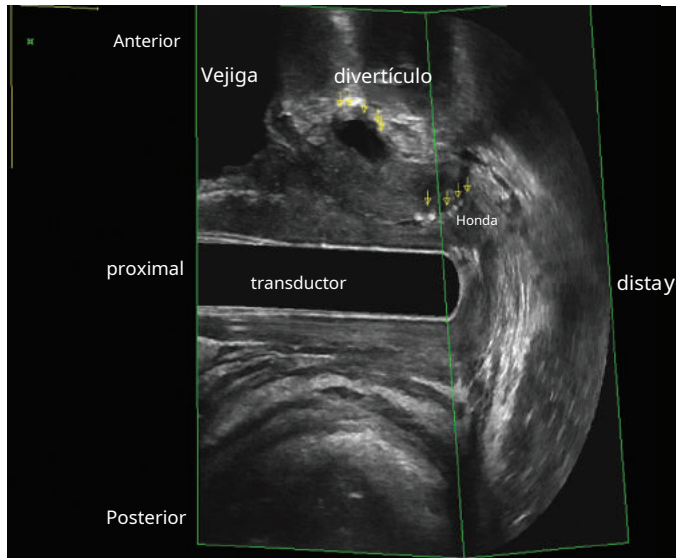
Volumen de ultrasonido tridimensional que muestra la ubicación de un divertículo uretral y un cabestrillo mediouretral (*flechas amarillas*).
